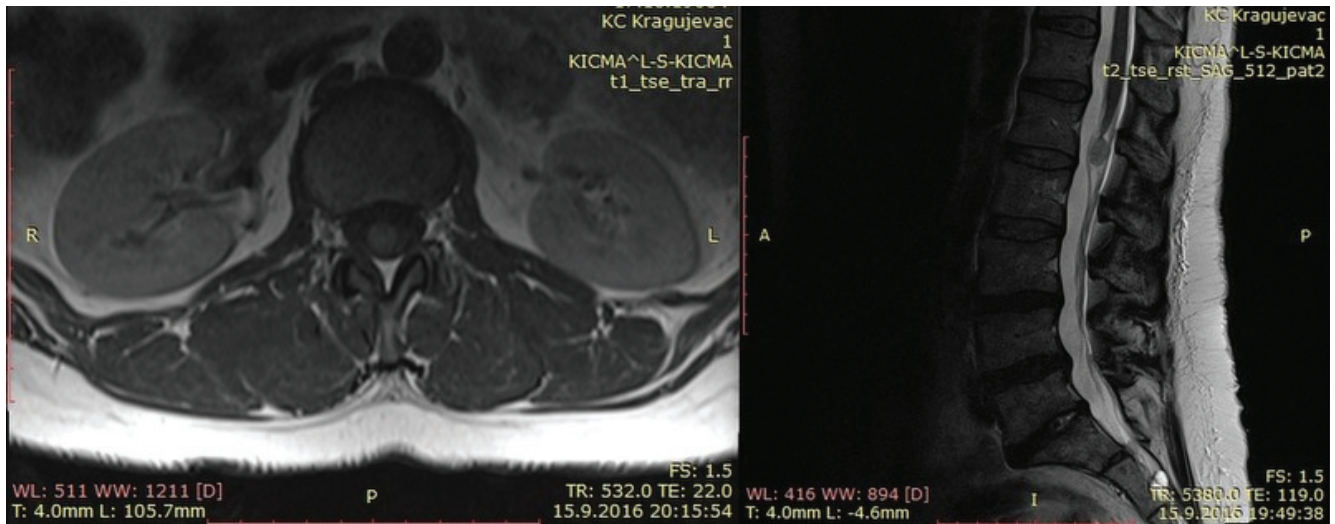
Lesion showed isointensity on the MRI T1-weighted image (1a, transversal plane) and slightly higher signal intensity than the spinal cord on the T2-weighted image (1b, sagittal plane) with minimal enhancement after gadolinium administration.
